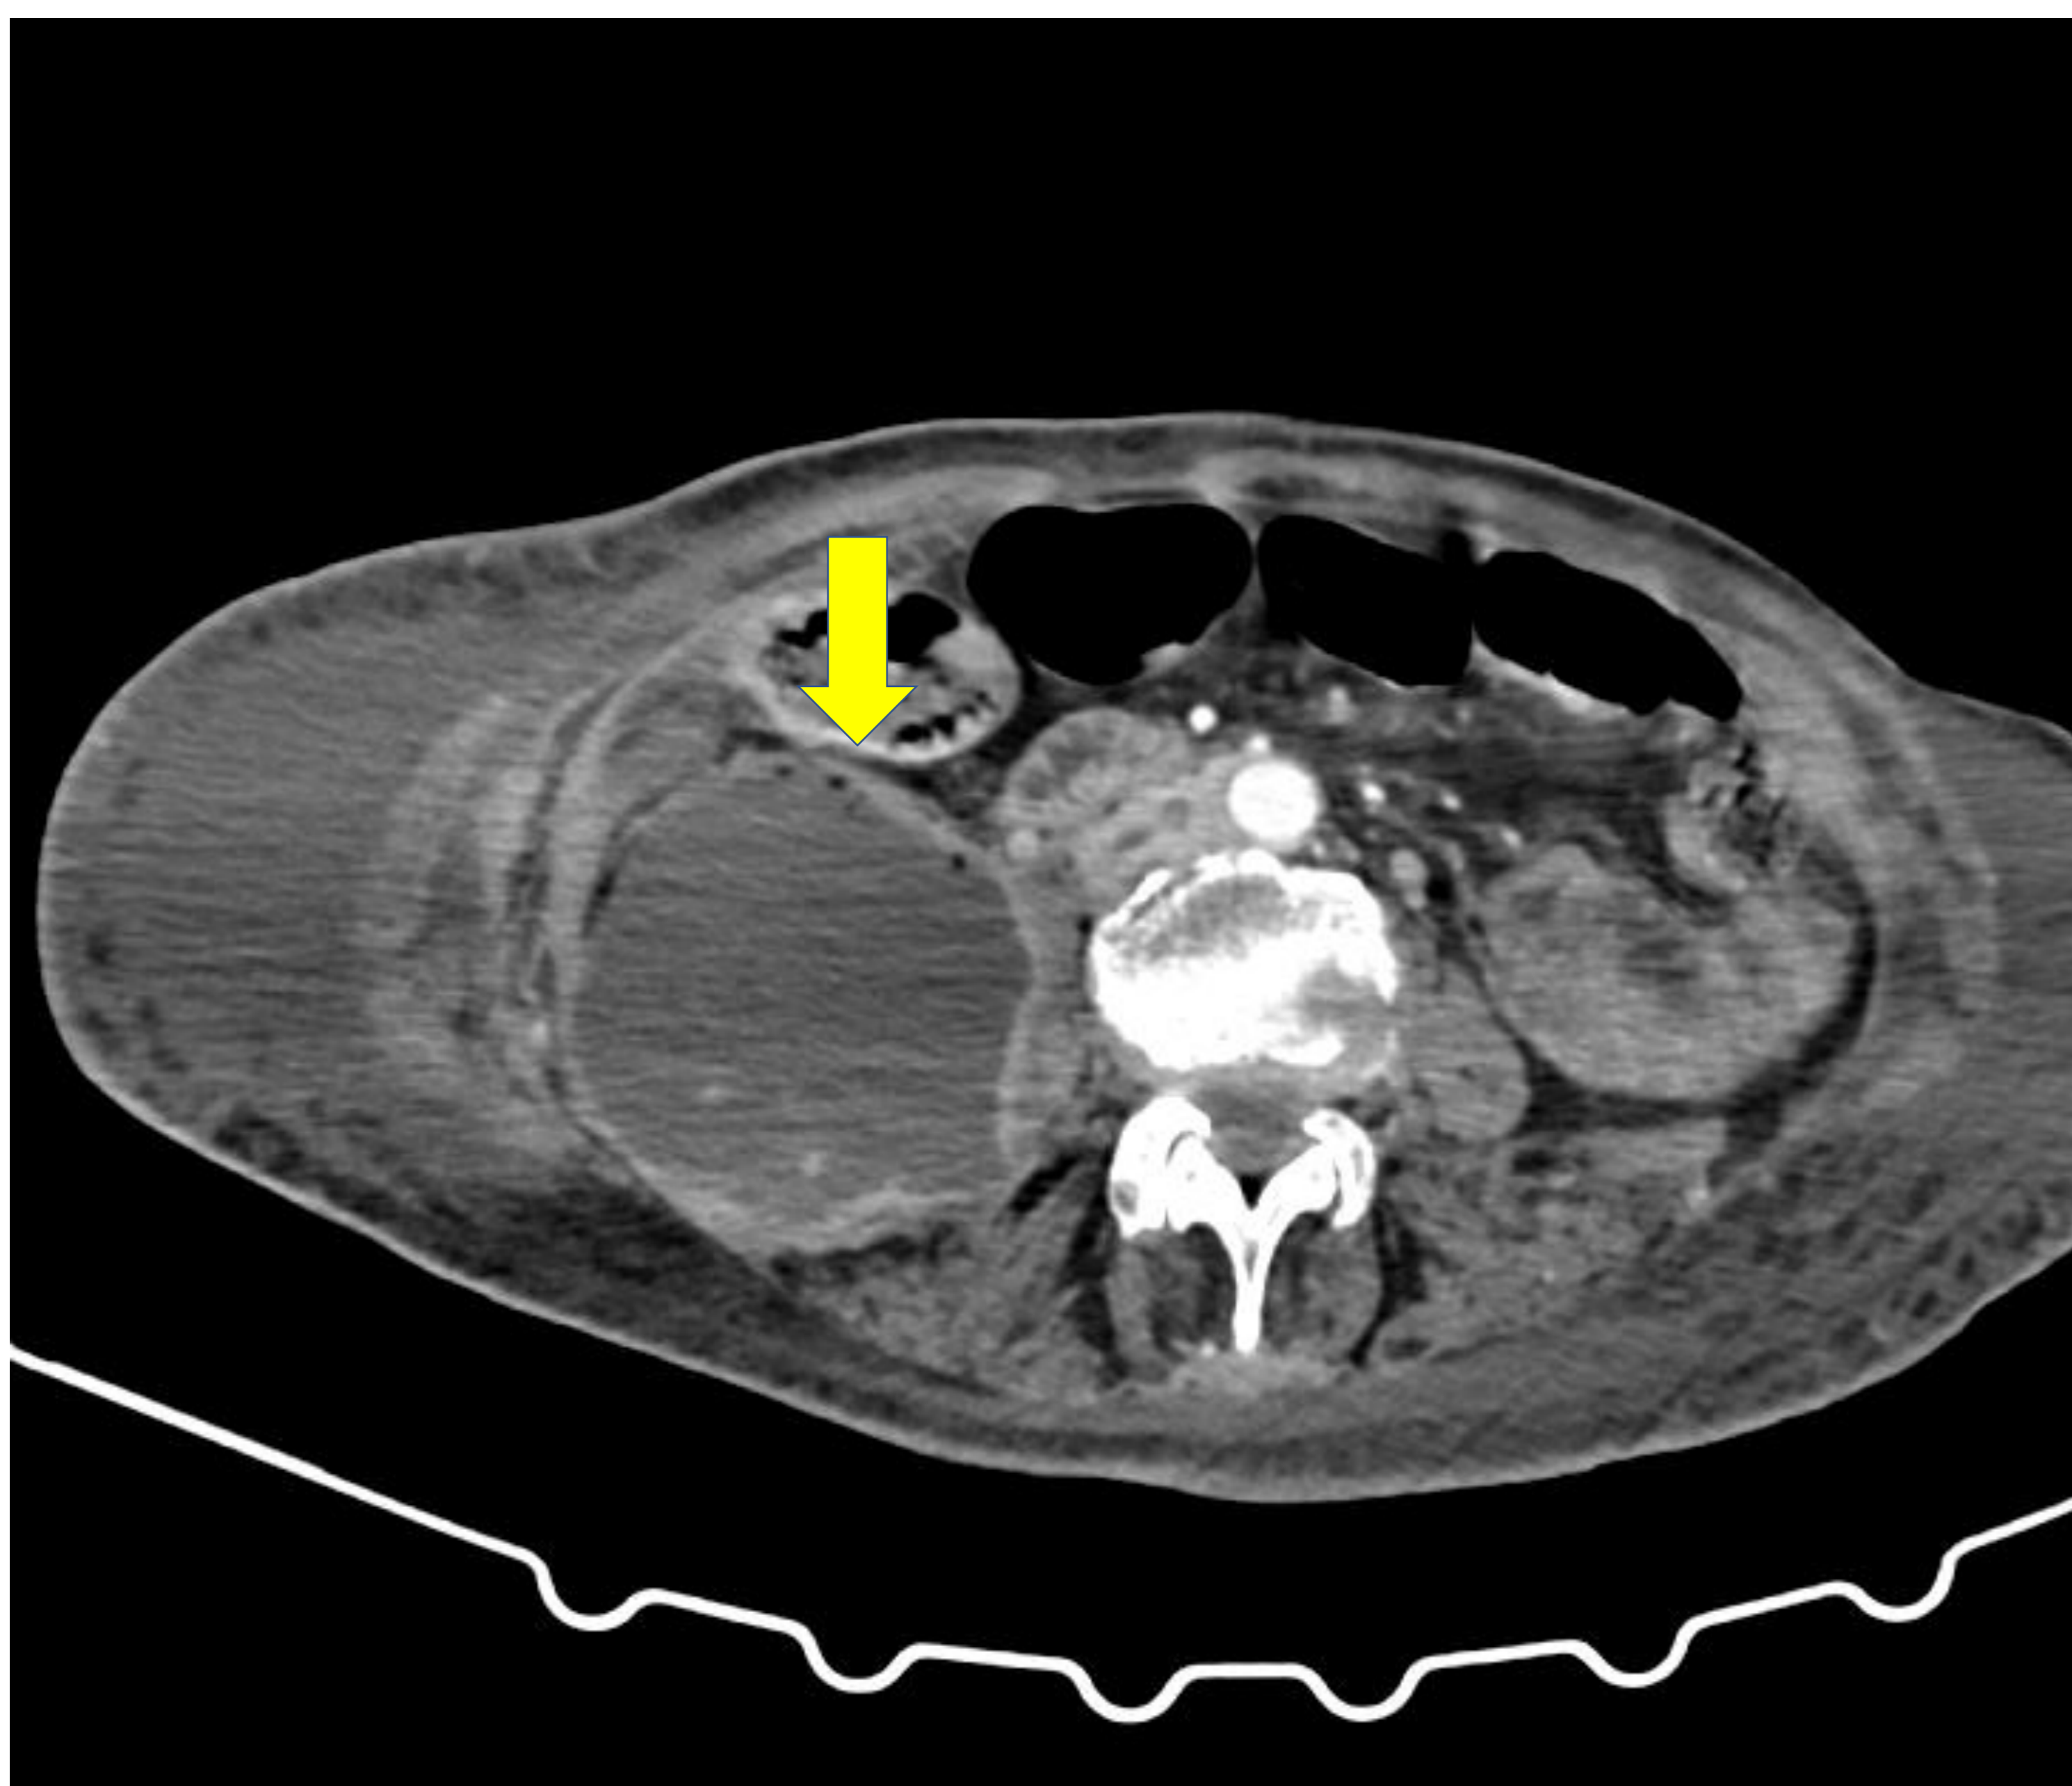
TC en axial. Paciente que se presenta como dolor en la parte inferior derecha del abdomen.
